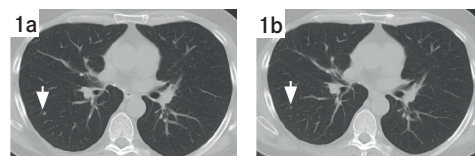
Verlaufs-CT Thorax
